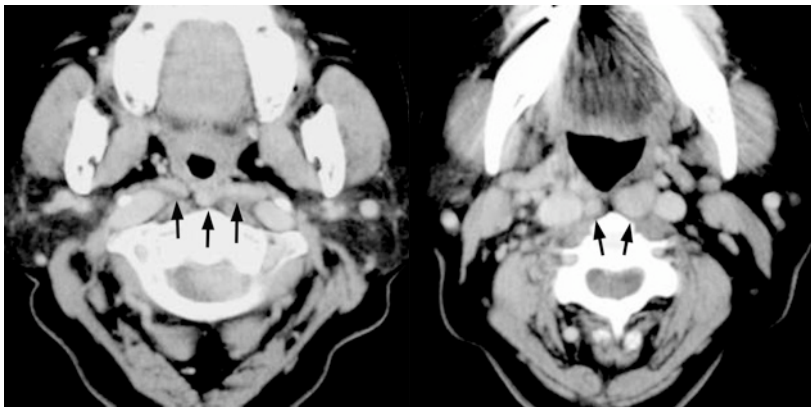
A,B) 造影CT像：両側内頸動脈が内側に偏位し咽頭背側を走行している(矢印)。それに伴い頸静脈も通常より内側に位置する。特に左内頸動脈はほぼ正中を走行する。
